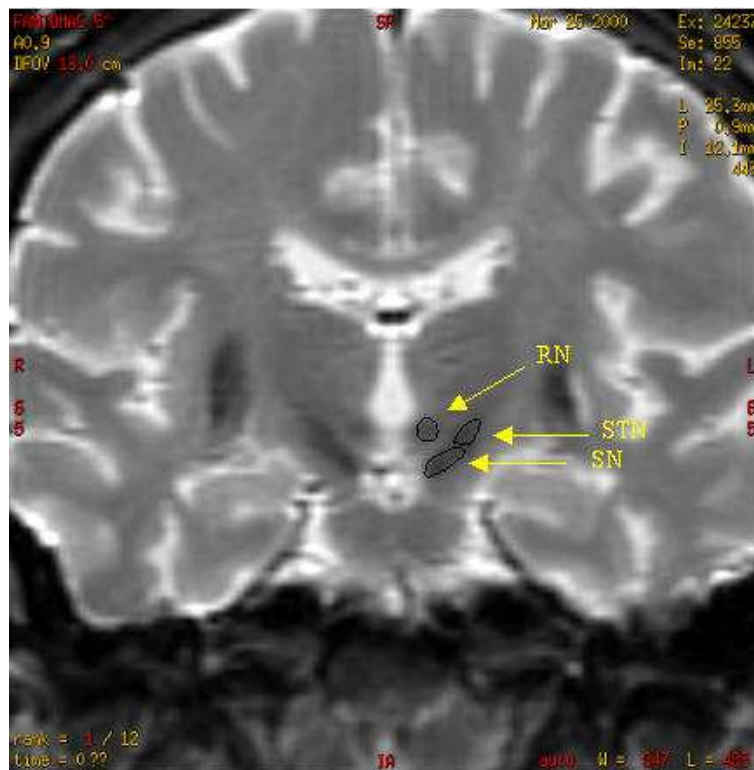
Sur cette coupe IRM pondérée en T2, trois structures sont segmentées, le noyau rouge (RN), la substance noire (SN), ainsi que le noyau subthalamique (STN). Cette image segmentée nous a été prêtée par Jérôme Yelnik.
